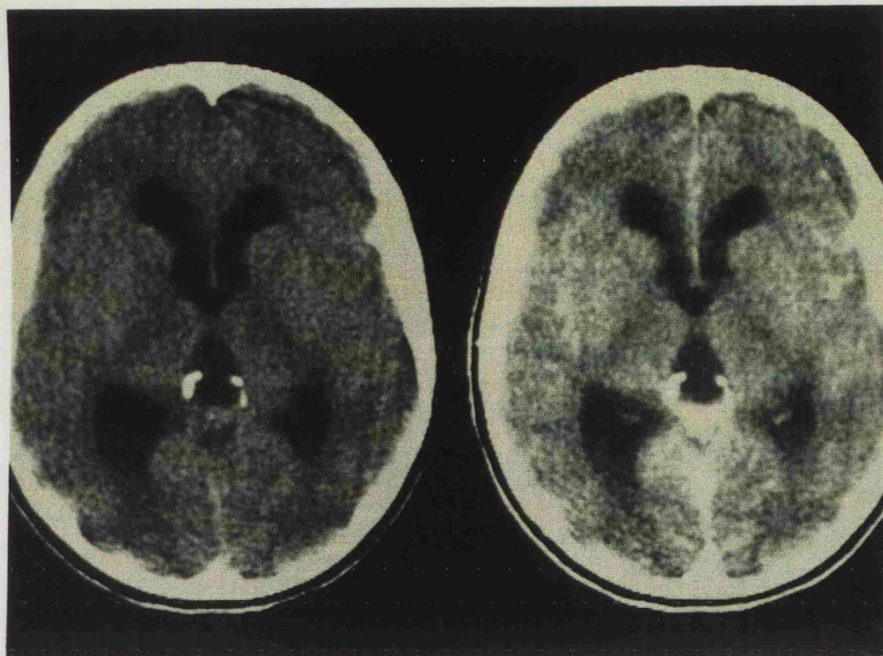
TAC de un pineocitoma quístico, antes y después de la administración de contraste.
